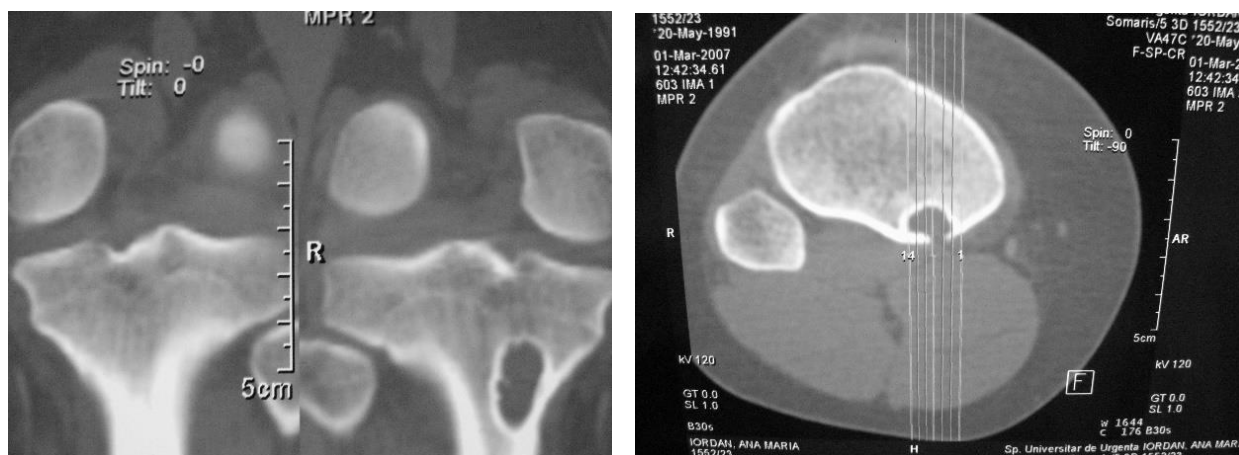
Formațiune tumorală metafiză tibie – aspect CT
